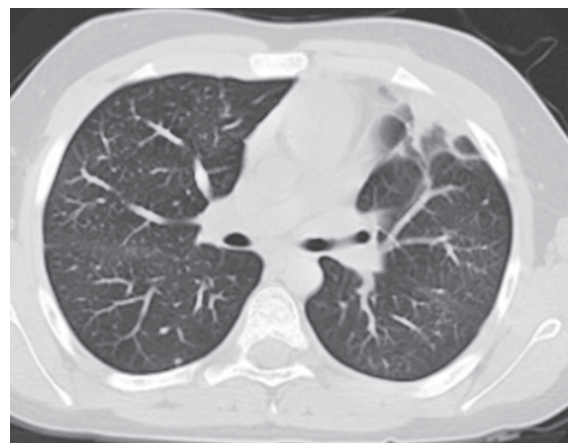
КТ ОГП (01.07.21 р.): КТ-ознаки фіброзних змін ліворуч у верхній частці. Плевральні нашарування. Аксилярна лімфаденопатія. Фіброзні зміни м'яких тканин. У порівнянні з КТ-обстеженням від 29.03.21 р. позитивна динаміка процесу.
